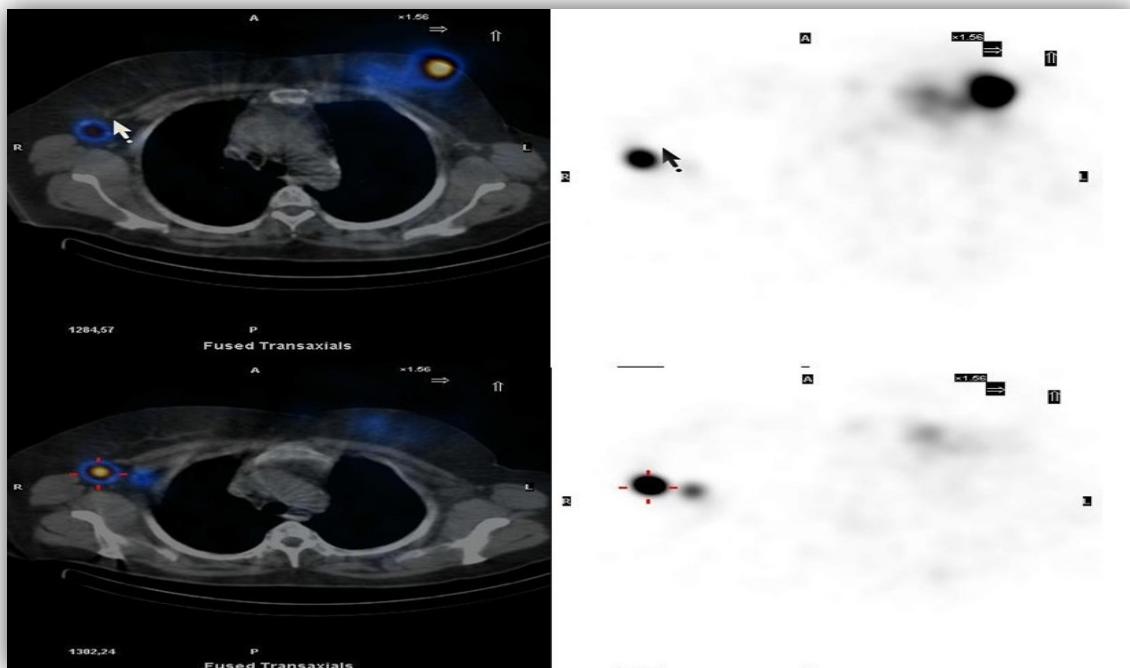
Imagen de linfogramagrafía (dcha) y SPECT/TAC (izq): Captación tumoral en tejido mamario izquierdo y drenaje linfático anómalo contralateral al tumor primario en axila derecha (Fuente: imágenes cedidas por el Servicio de Medicina Nuclear, Hospital Clínico Universitario Virgen de la Arrixaca).
